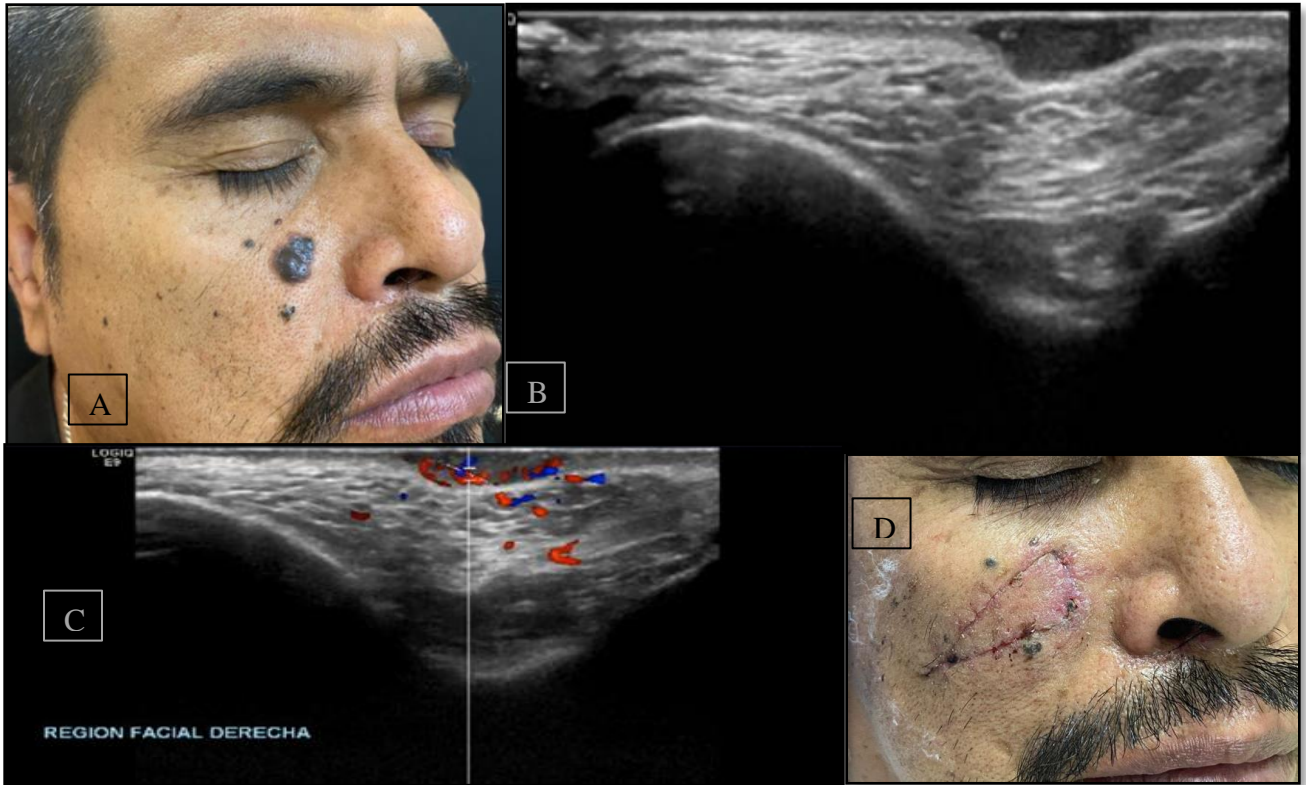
2A: Clínica de carcinoma basocelular nodular pigmentado de 1cm de diámetro. 2B: Ecografía una lesión sólida ovalada, hipoeoica, heterogénea, con diámetros de 11mm el mayor y 4mm de profundidad. 2C: Ultrasonido Doppler muestra la distribución de los vasos (rojo y azul) en el centro y periferia de la lesión. 2D: Postquirúrgico al momento del retiro de puntos (7 días posterior a la extirpación).
